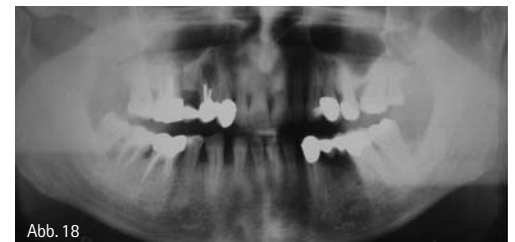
OPG: 14 nicht zu retten. Frage: 16, erweiterter PA-Spalt, Knochenabbau 26 mesial-Einleitung einer erweiterten Röntgen-Analyse mittels DVT? – Abb. 19 und 20: Sagittale Schnittführung zur Kontrolle des vertikalen Einbruchs 26.
